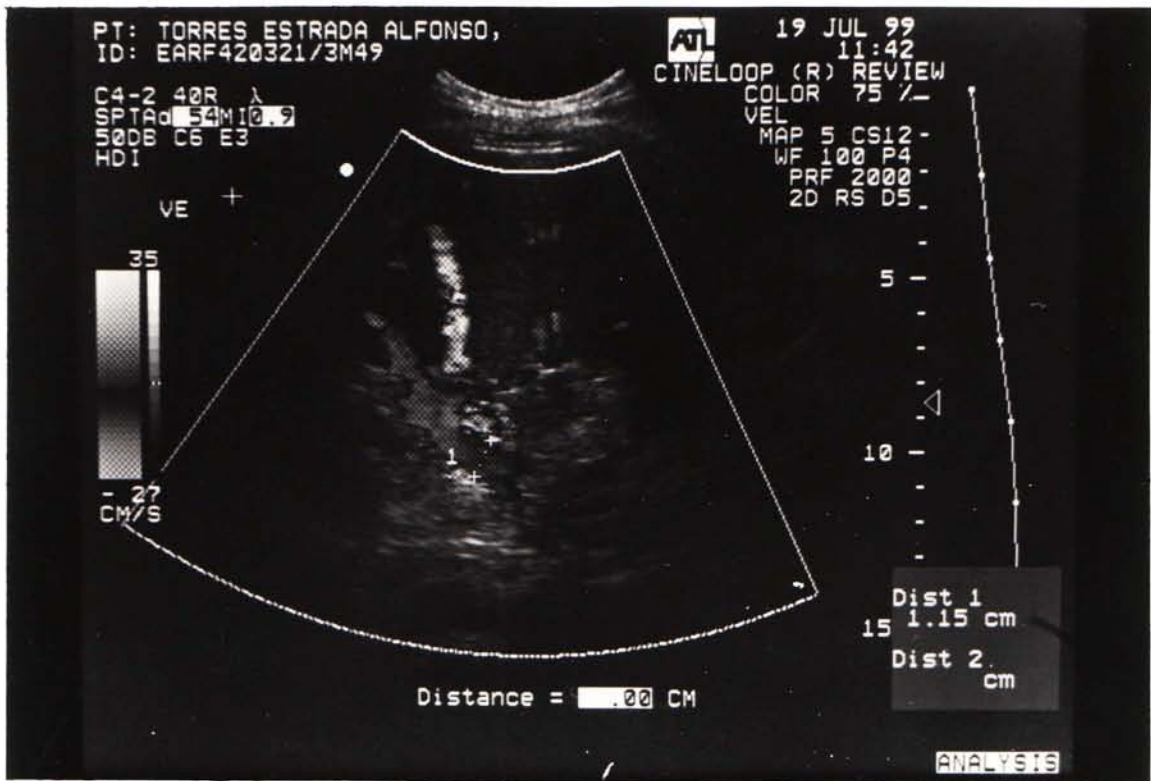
Se muestra dilatación y tortuosidad de vena esplénica al doppler color. a) Diámetro transversal de 1.1 cm. b) Flujo espectral de 15 cm/s.
